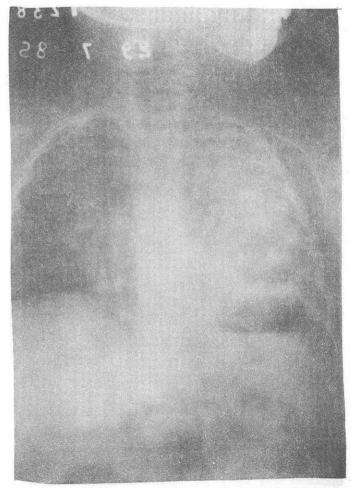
Contrainmuno electroforesis, hemocultivo y líquido pleural positivos a S. preumoniae en un niño de 3 años con historia de fiebre y tos. La radiografía demuestra un infiltrado alveolar bilate ral y demrame pleural izquierdos extenso.
